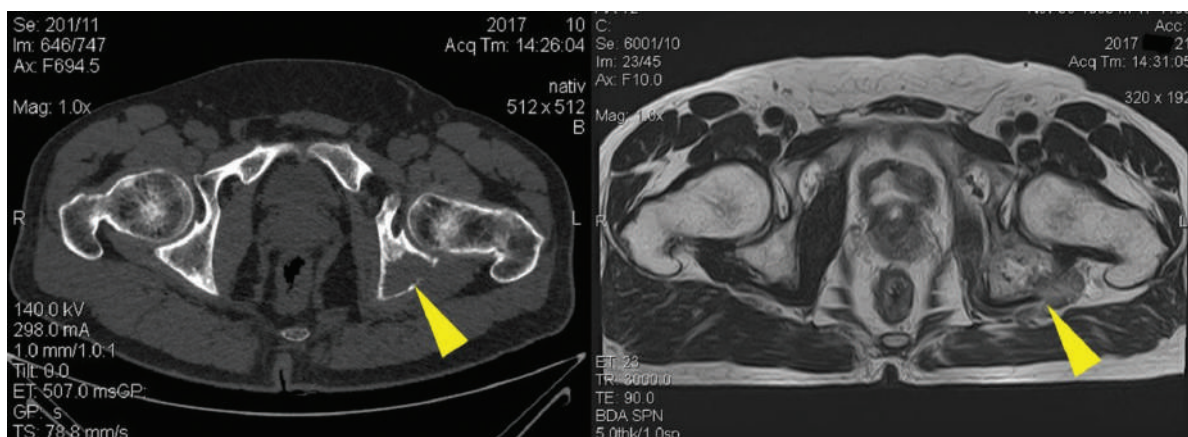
Компьютерная томография костей таза и магнито-резонансная томография костей таза пациента с метастатическим поражением параацетабулярной области до проведения хирургического лечения
